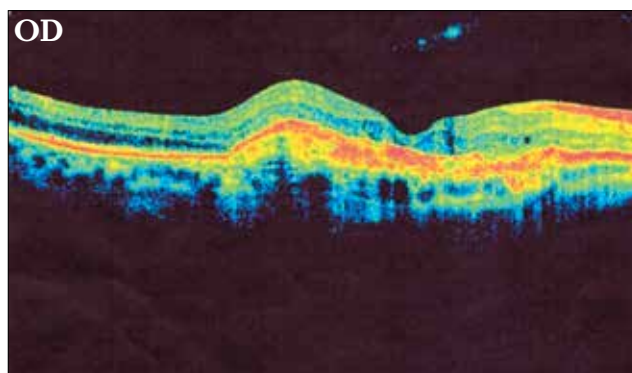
Оптическая когерентная томография больной М. после лечения
